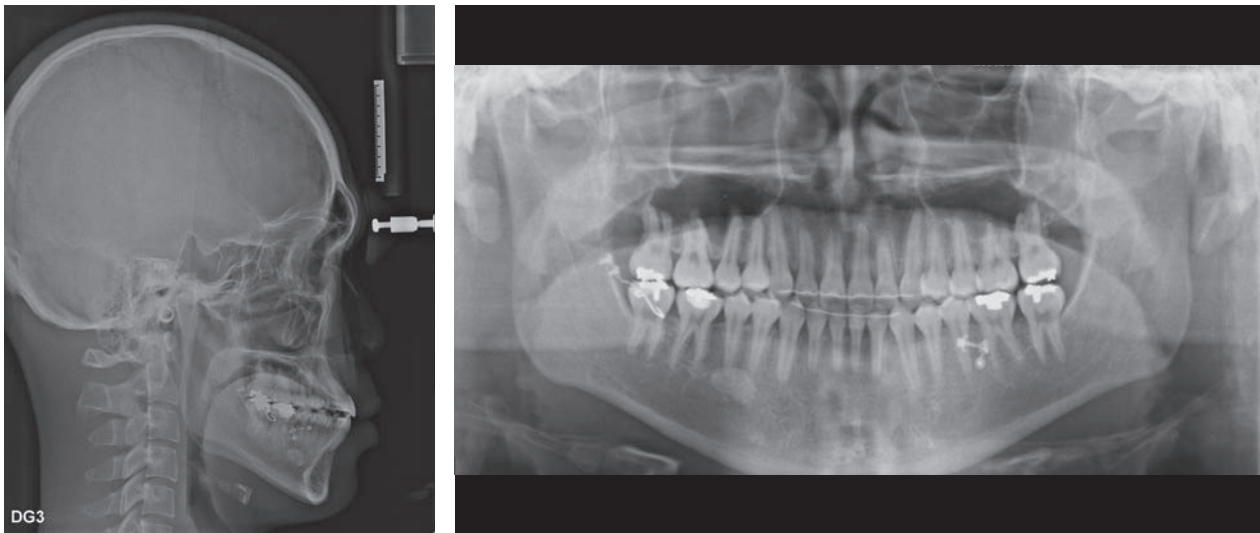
Posttreatment lateral cephalogram and panoramic radiography.
